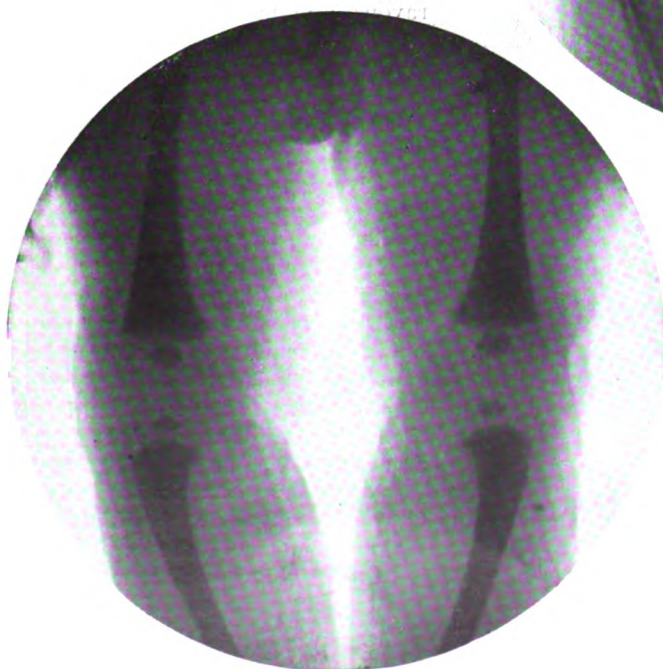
A. Radiographie faite le jour de sa naissance, chez un fœtus de sexe masculin, né à six mois et demi environ, de vie intra-utérine, pesant 1470 gr. et mesurant 0,58 cm. de longueur.
